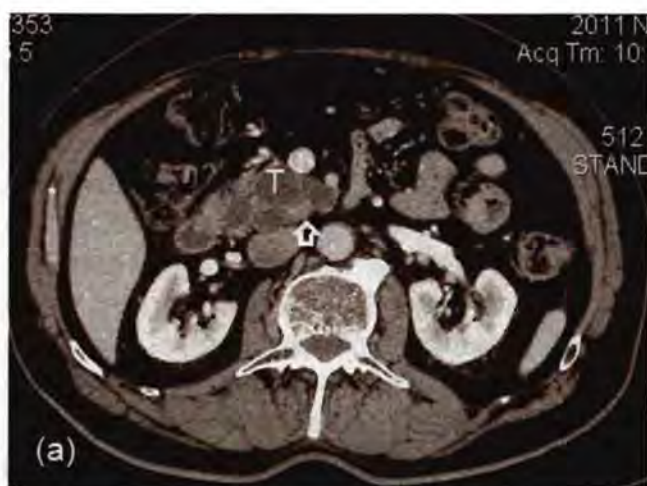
Chistadenocarcinom seros pancreatic cu localizare cefalică (cap pancreas) – aspect computer tomografic (T – tumora) (a) aspect pe secțiune al piesei operatorii de duodenopancreatectomie cefalică – se remarcă prezența mugurilor tumorali intrachistici (săgeata albă) (b).
